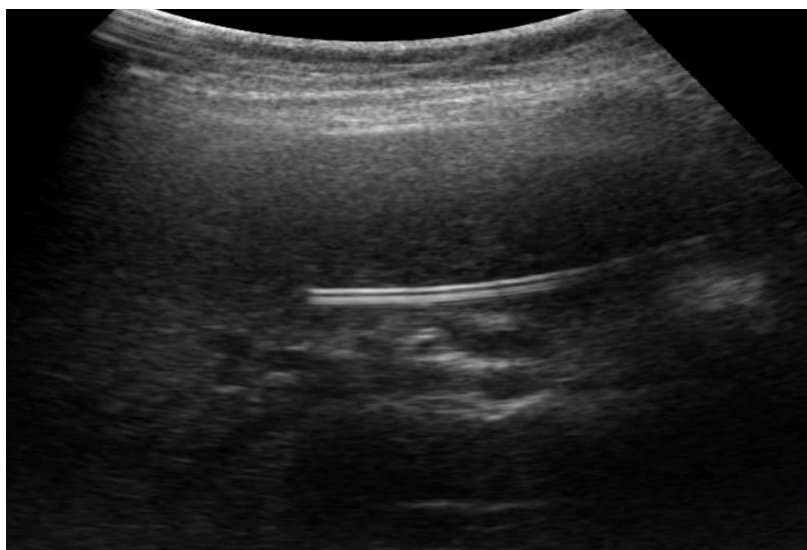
УЗИ. Пункция с дренированием желчного пузыря под УЗ-контролем.
